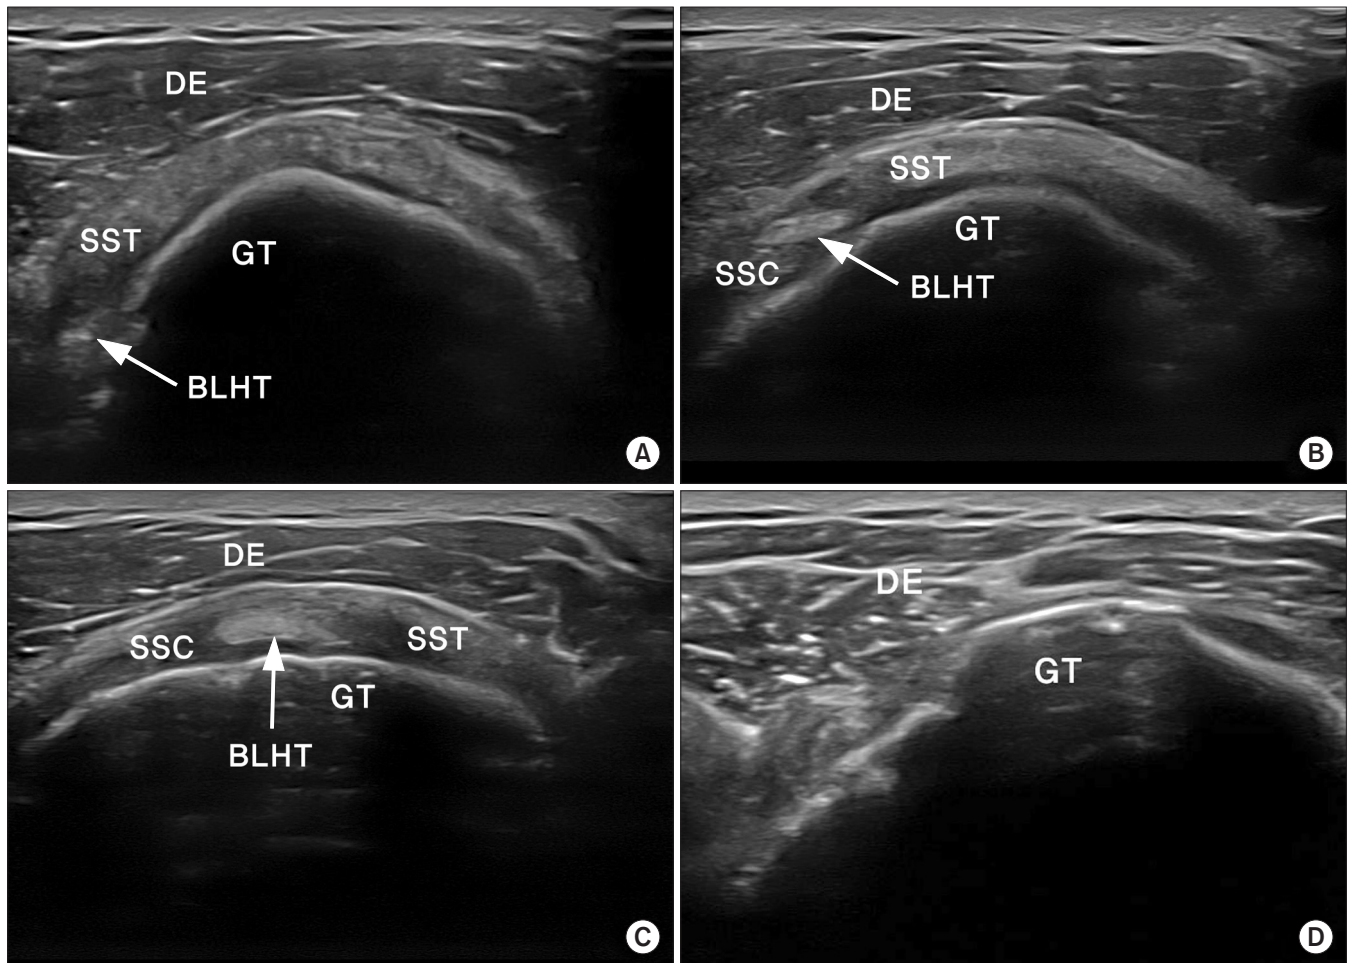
This figure shows positioning of the arm during sonography. (A) Shoulder extension position. (B) Modified Crass position. (C) Crass position.
